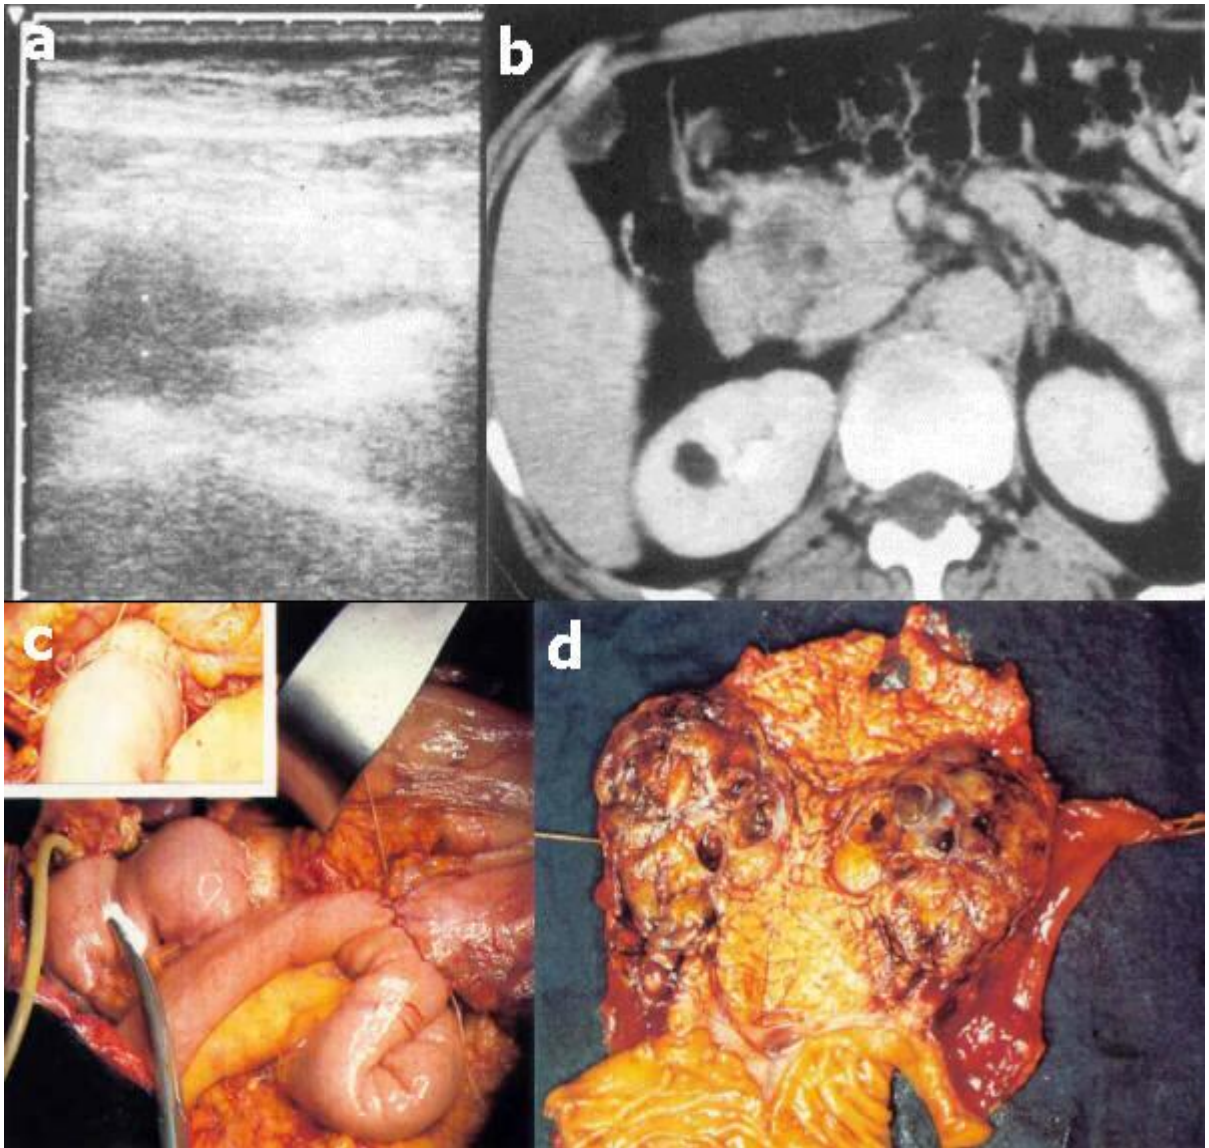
a) y b) estudios radiológicos ultrasonido y TAC mostrando la masa pancreática tumoral. c) duodenopancreatectomía y reconstrucción de las estructuras anatómicas seccionadas y d) se muestra el espécimen retirado junto con estómago y árbol extrahepático.²⁶
